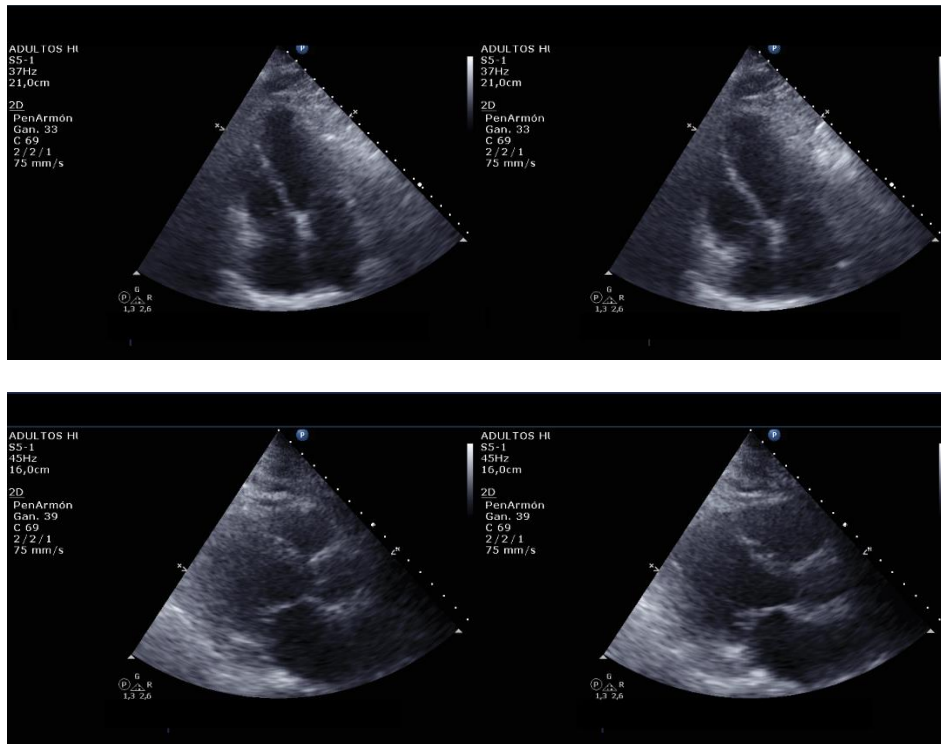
Ecografía transtorácica al ingreso en la Unidad de Cuidados Cardiológicos.
